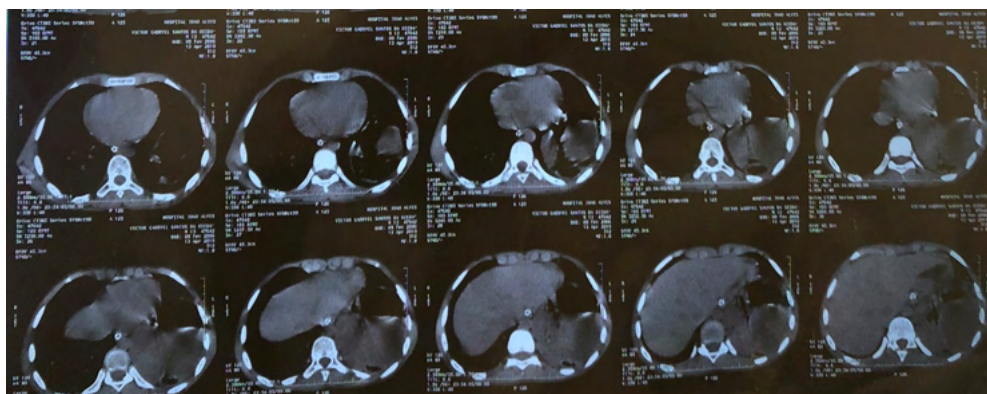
Tomografia de abdome - janela para partes moles, sem contraste: presença de conteúdo herniário em tórax
